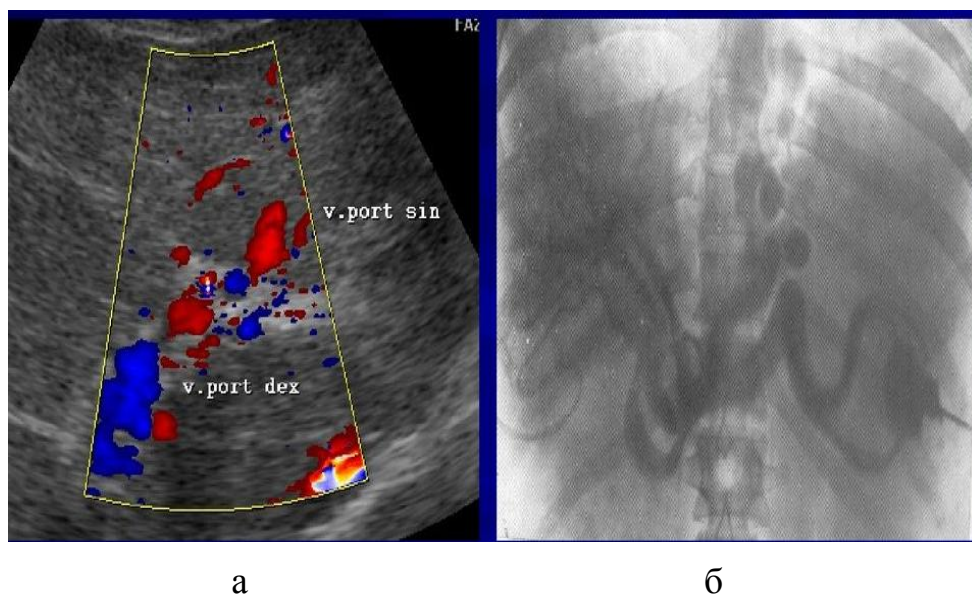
Тромбоз воротной вены (порто-портальные и портокавальные коллатерали): а - УЗИ портальной системы – тромбоз воротной вены; б - ангиография портальной системы – порто-портальные и порто-кавальные анастомозы (коллатерали).
